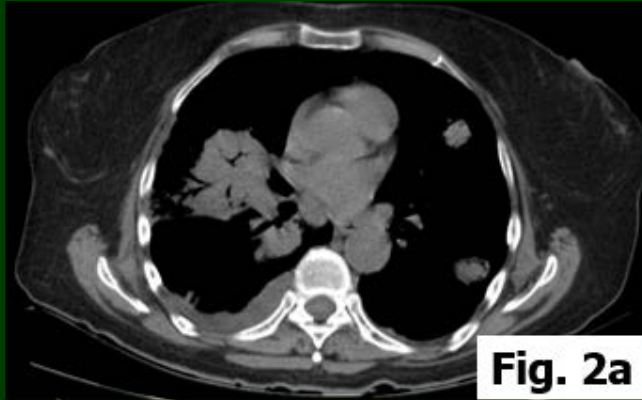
TC de torax sin contraste, corte axial, ventana mediastino (2a-2b) y ventana pulmon (2c-2d): Se observa que las imagenes nodulares descritas en la Rx presentan broncograma aereo. Leve derrame pleural derecho.
